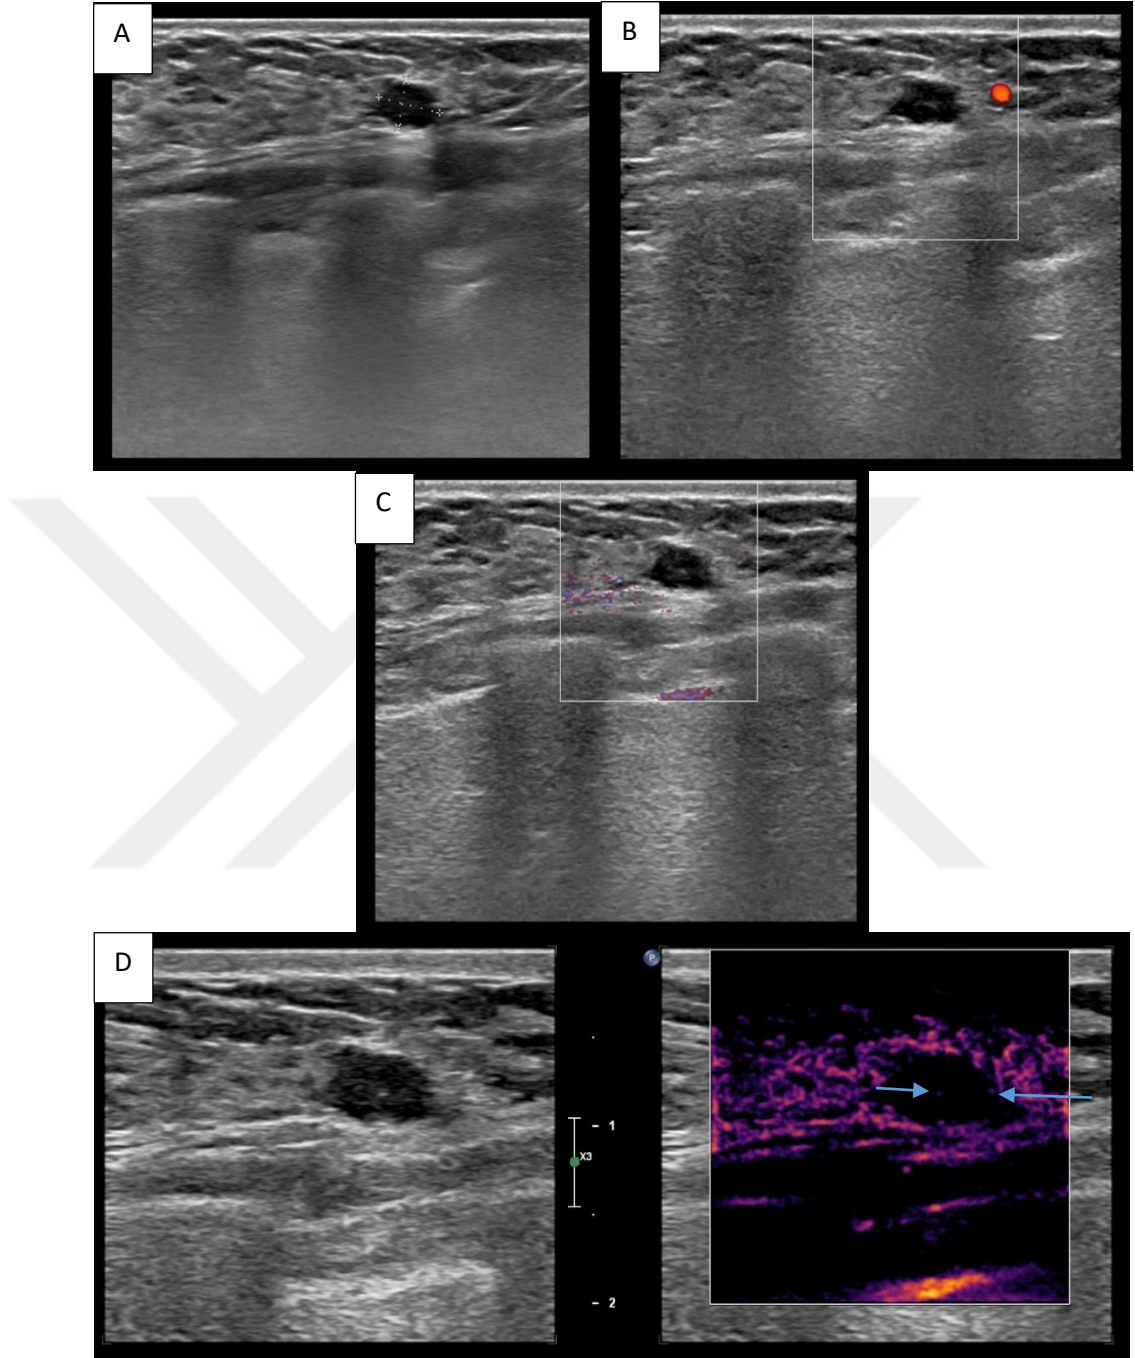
43 yaşında kadın hastanın sağ meme üst dış kadrantındaki nispeten iyi sınırlı, mikrolobüle konturlu lezyonu BI-RADS 4 olarak değerlendirildi (A). Patolojik tanısı duktal karsinoma insitu olarak raporlandı. Hastanın renkli Doppler (B) ve power Doppler (C) incelemelerde lezyonda belirgin vaskülarizasyon saptanmazken mikroakım görüntülemeye (D) lezyon içerisinde 2 adet noktasal vasküler yapı gösterilmektedir (oklar).
